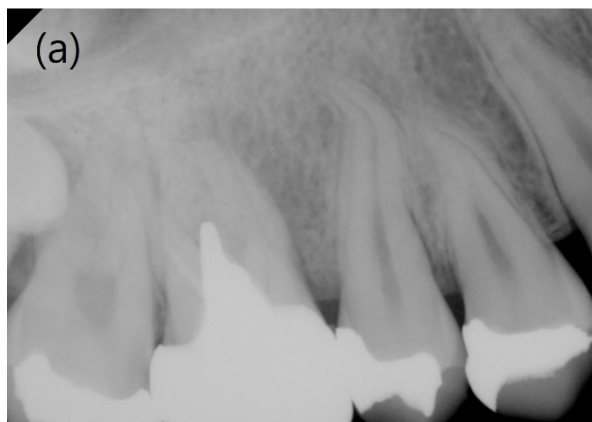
(a) 초진 구내 방사선 사진, (b) 초진 gutta-percha tracing 구내 방사선 사진
